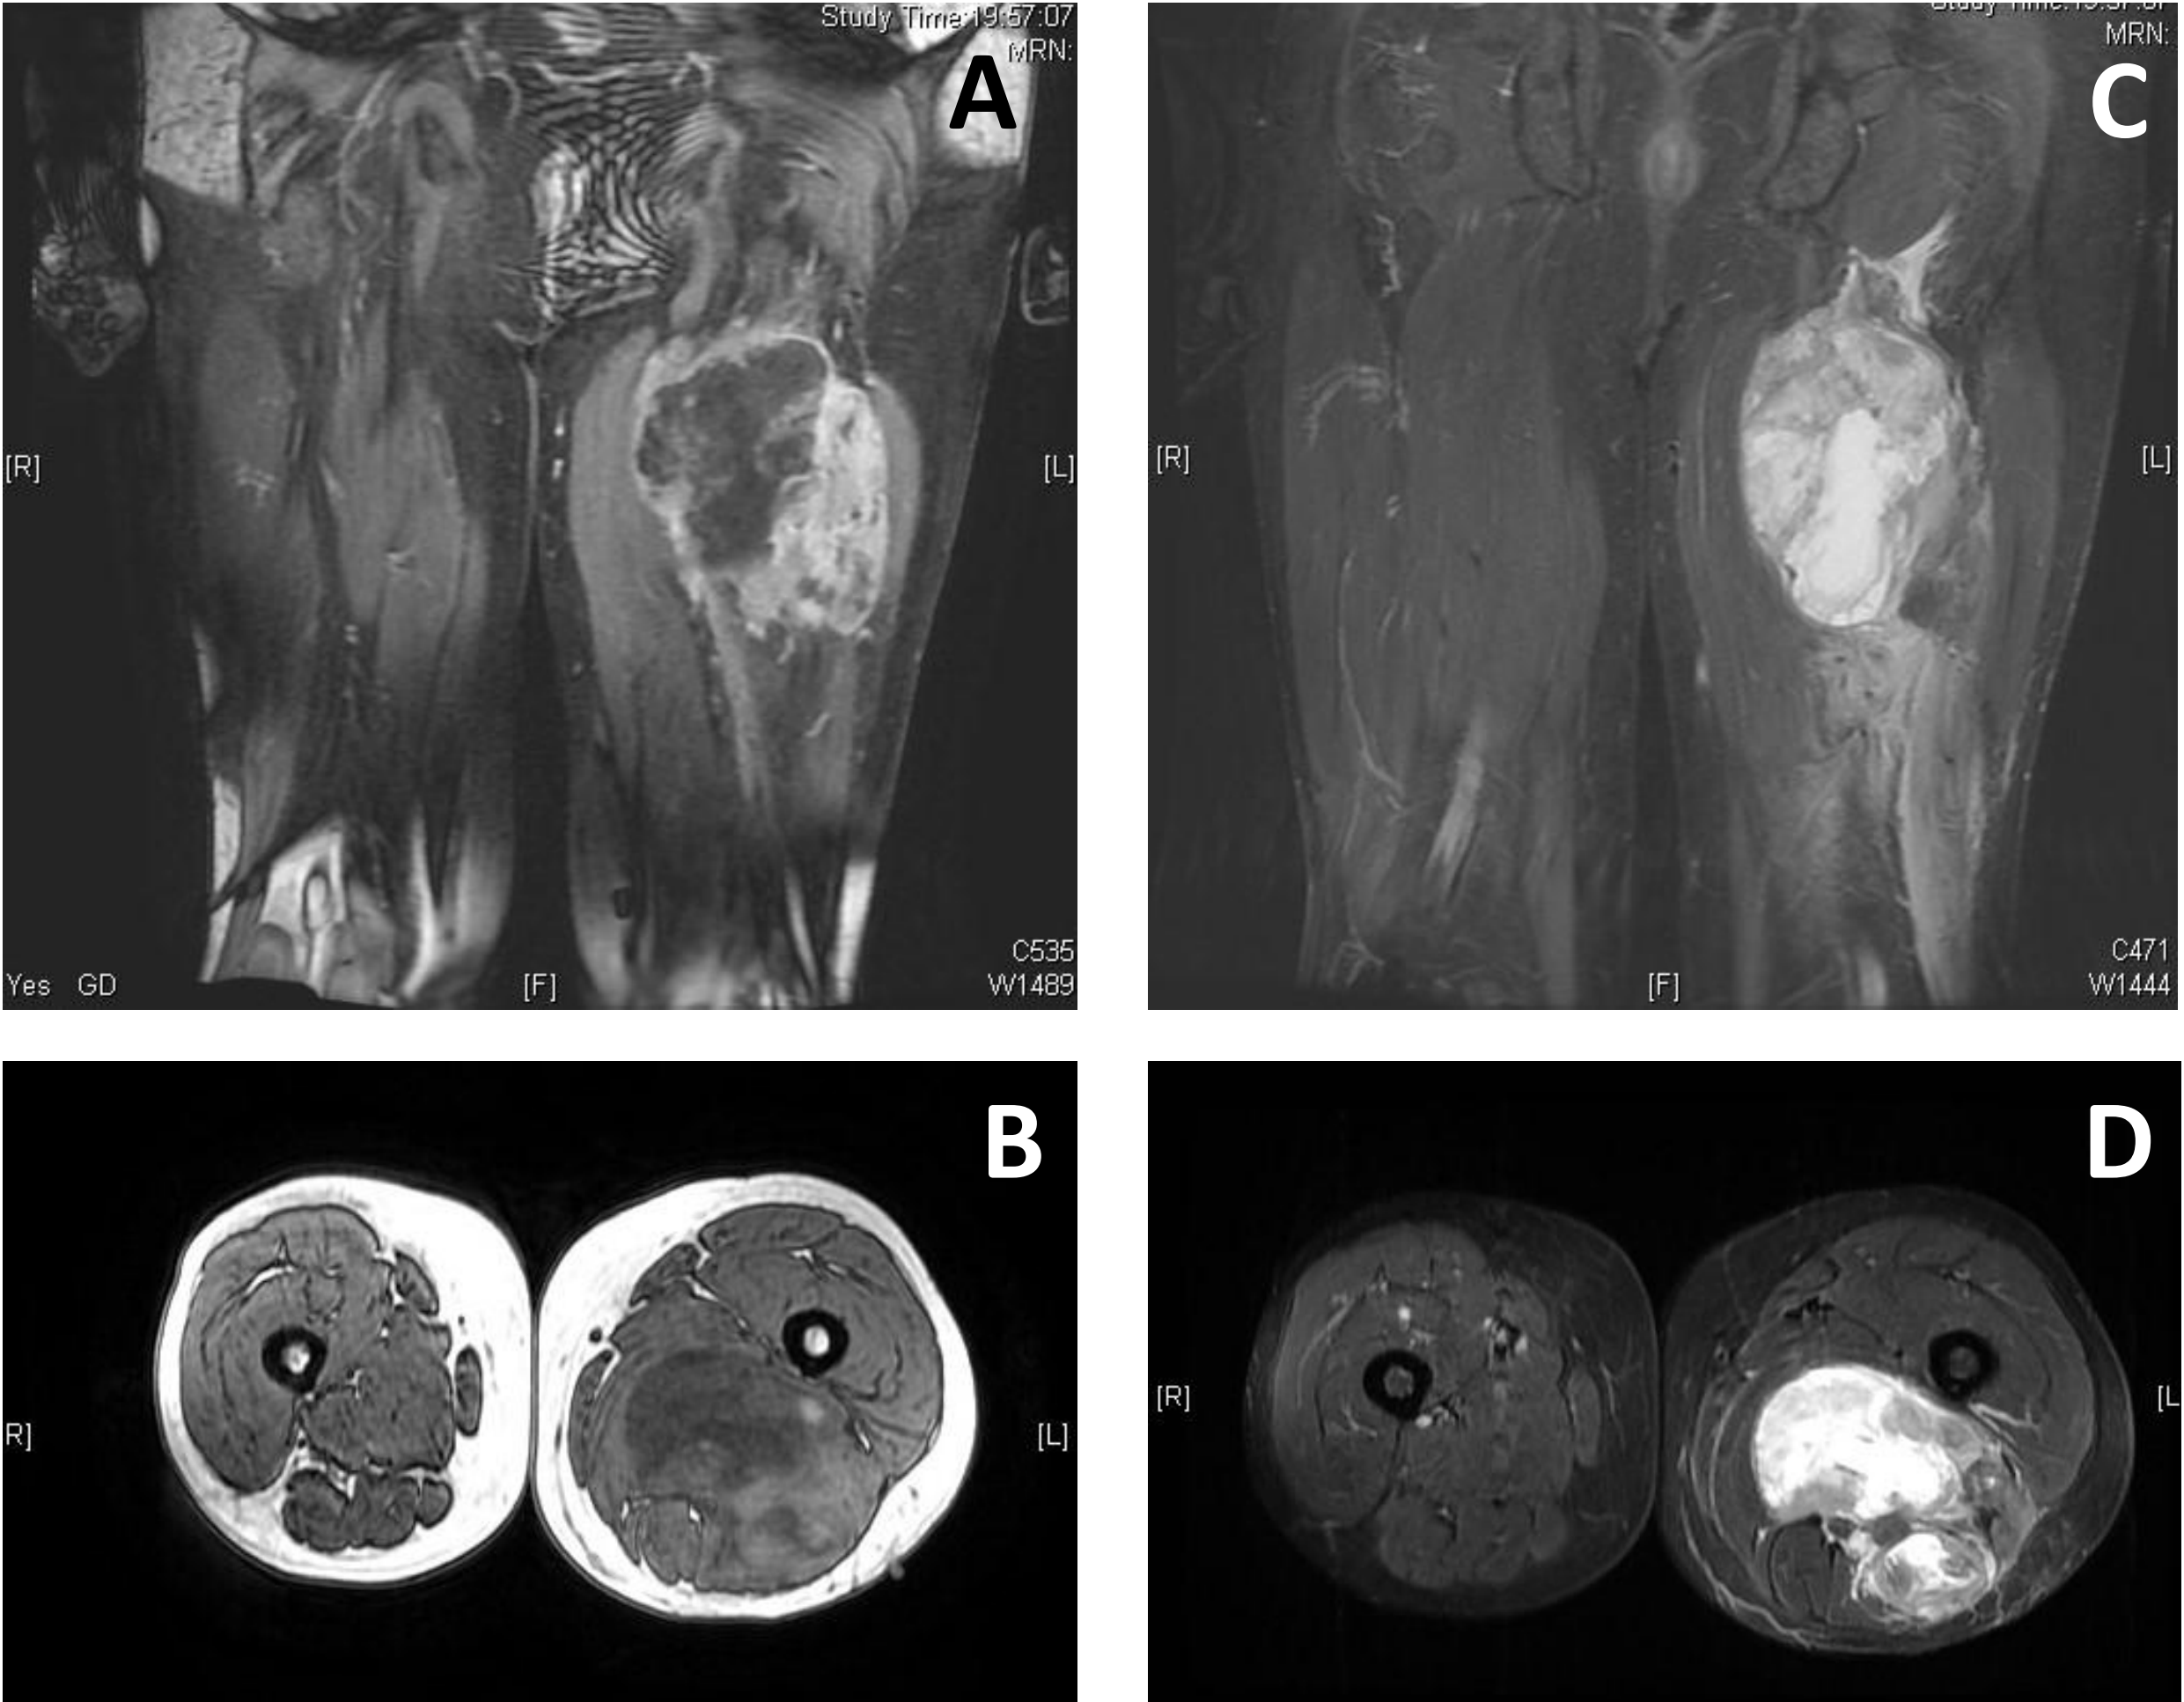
Imágenes de RMN, que muestran un gran tumor pero limitado al compartimento posterior del muslo, marcadamente hiperintenso en secuencia Stir A: sección coronal, antes de administrar gadolinio. B: corte axial previo a la administración. C: corte coronal tras la administración de gadolinio. D: corte axial tras la administración de gadolinio.
